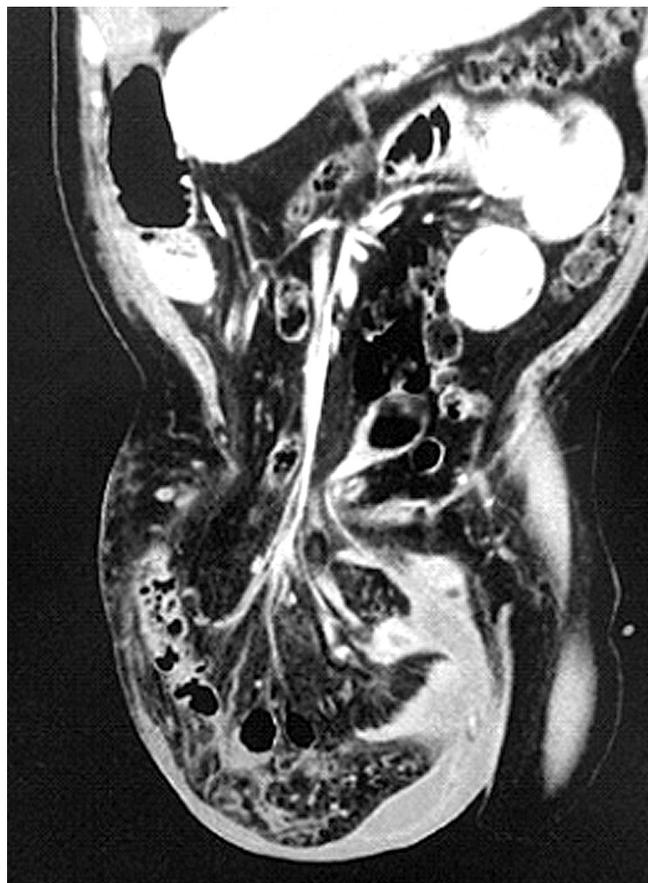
Tomografía axial computada con doble contraste: contenido herniario y colección heterogénea en el borde anteriomedial de la bolsa escrotal.
